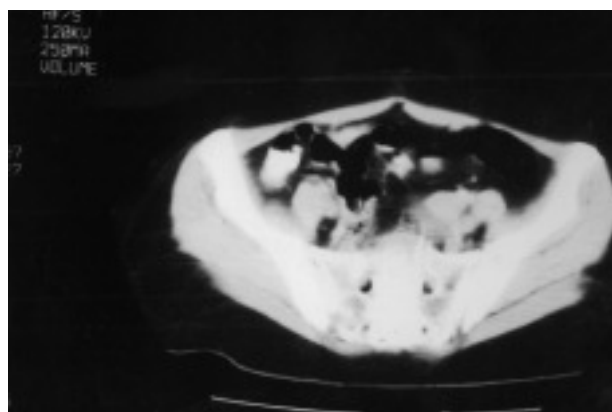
Imagen de resonancia magnética nuclear pélvica en la que se aprecia un discreto agrandamiento de los ovarios.
